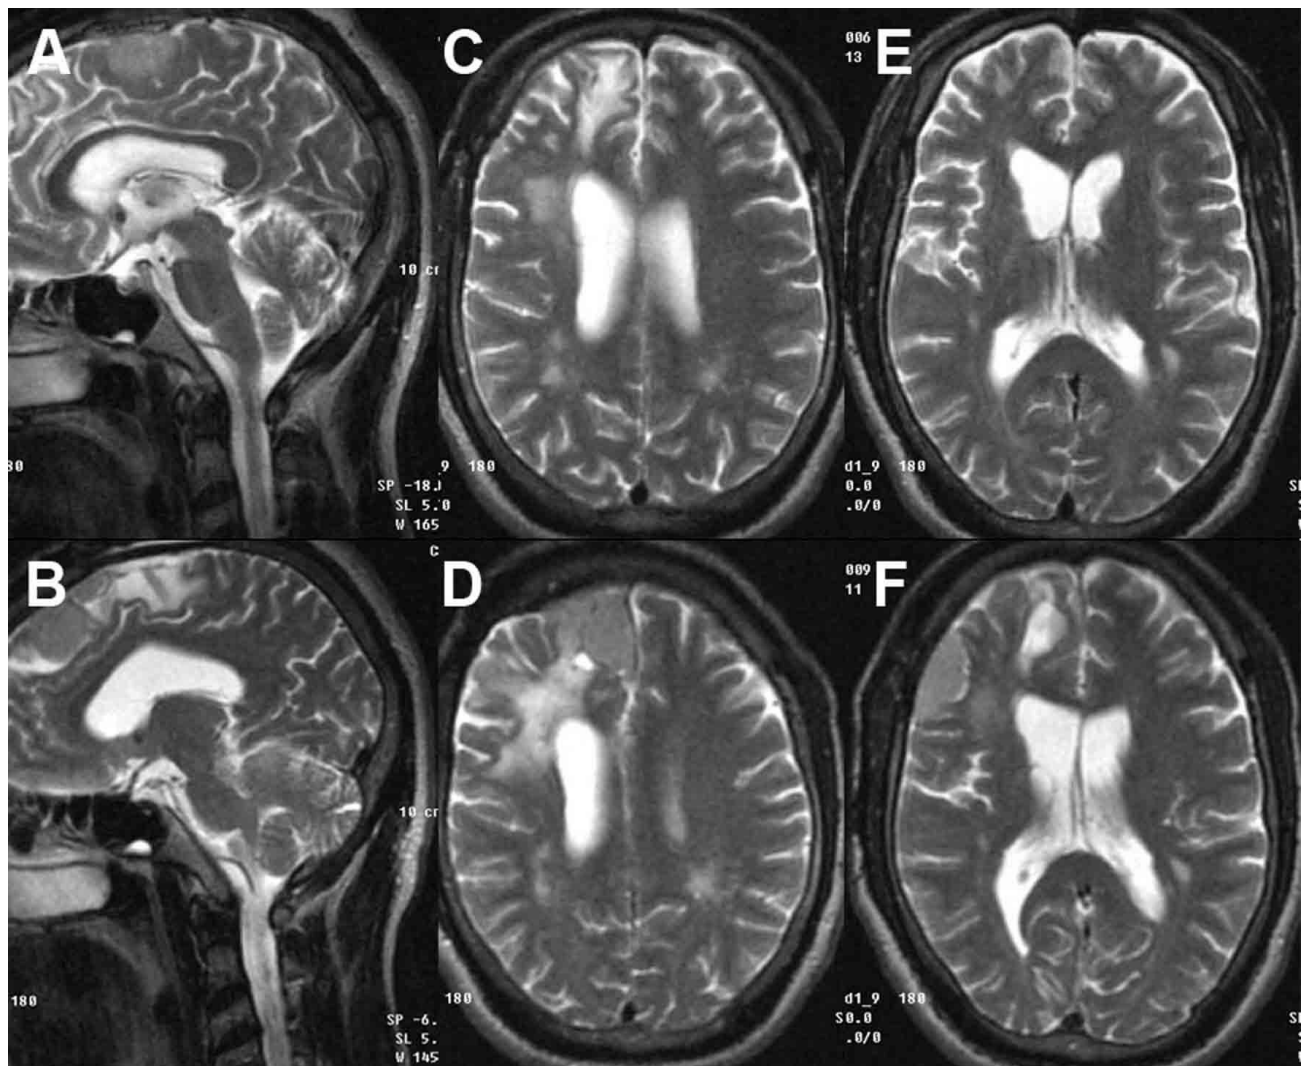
Estudios comparativos de IRM de cráneo con cortes sagitales y axiales, realizadas en junio del 2006 las imágenes superiores, y en mayo del 2009 las inferiores, donde se observa que en los espacios intervenidos anteriormente no existe lesión y si aparecen nuevas lesiones en áreas cercanas y otras alejadas.
